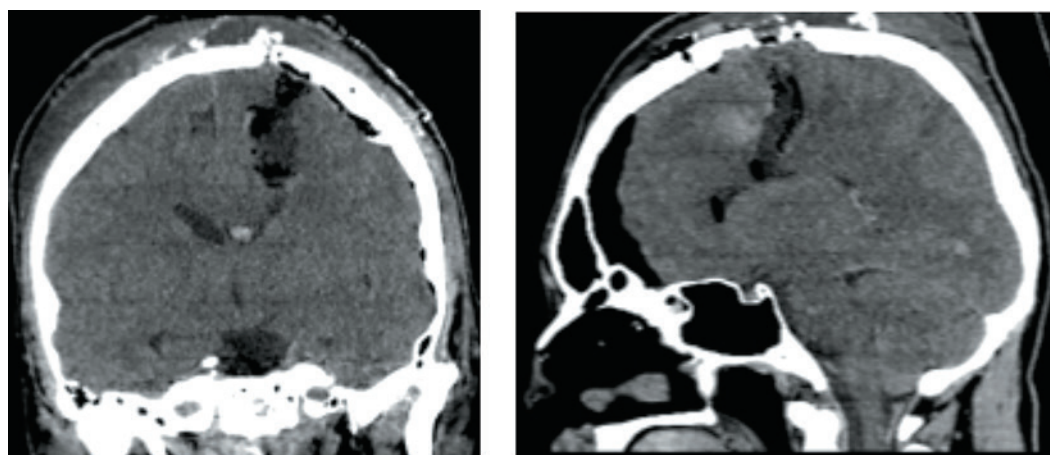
МСКТ головного мозга пациента X. 1-е сутки после операции. Внутримозговая гематома удалена радикально. Признаков усиления отека или формирования венозного инсульта нет
